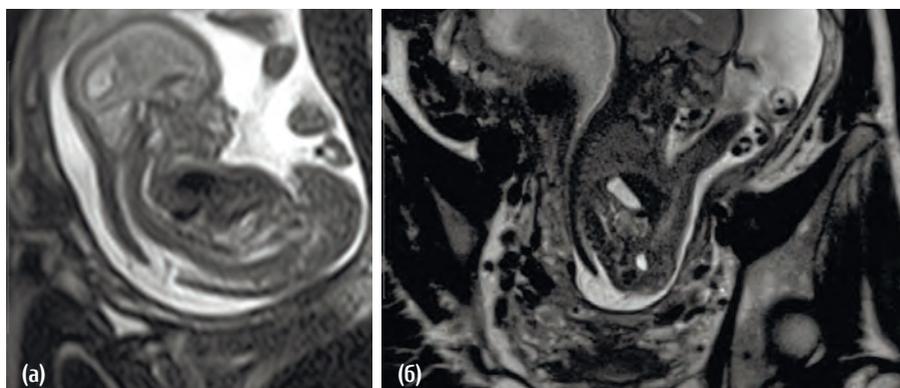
Аномалия Арнольда-Киари, МРТ
